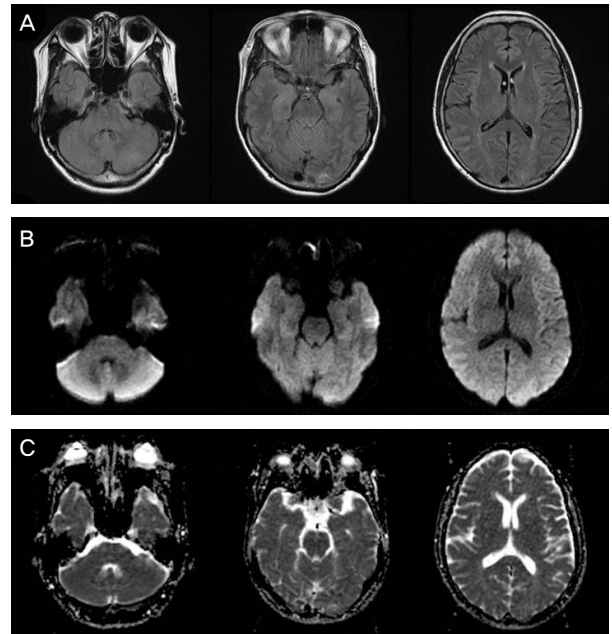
The follow-up brain MRI which was taken 123 hours after bee venom acupuncture. The volume and intensity of brain lesions shows much improvement on axial fluid attenuated inversion recovery (FLAIR) (A). The high signal intensities are not observed any longer on diffusion-weighted images (B) and apparent diffusion coefficient map (C).
